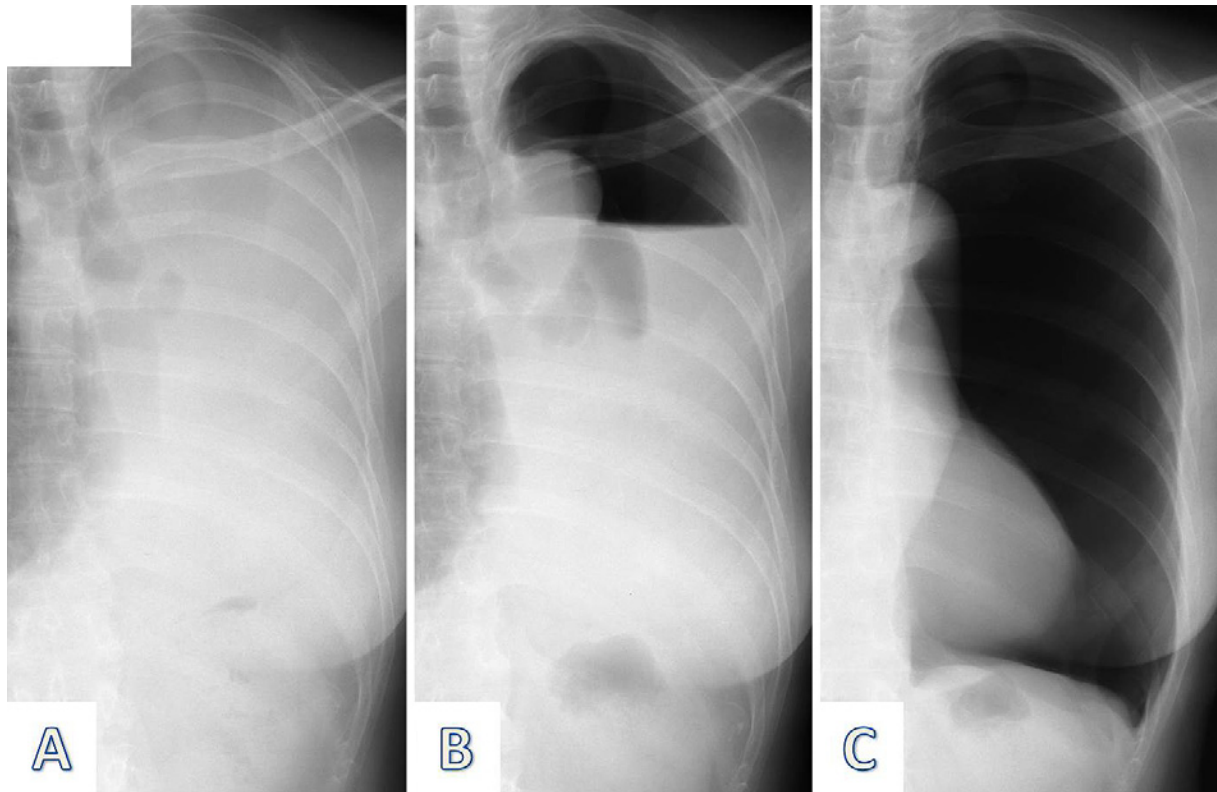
A decrease in the fluid level in the postpneumonectomy space on chest X-ray was detected. A: Before adjuvant chemotherapy (POD 30). B: After the first cycle of adjuvant chemotherapy (POD 60). C: After the second cycle of adjuvant chemotherapy (POD 90).
